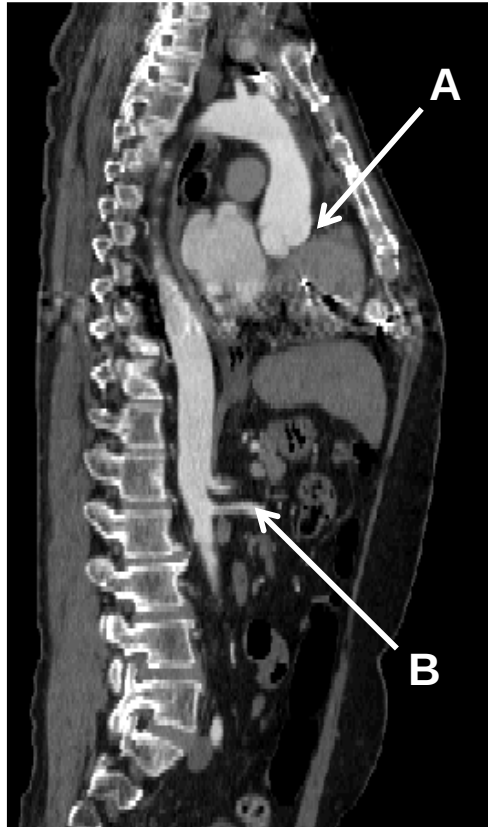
In figura è possibile osservare un'immagine TAC laterale utilizzata nel corso di questo studio. Nel dettaglio (A) è possibile osservare come l'aorta risulti più luminosa grazie all'utilizzo del mezzo di contrasto così come il tronco celiaco (B)
